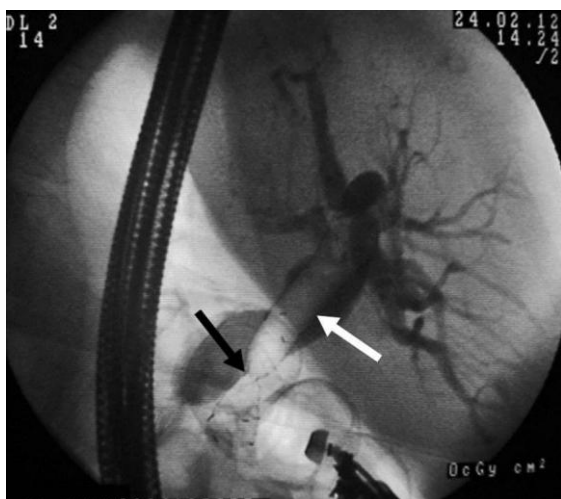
Рентгенограмма белая стрелка – стент черная стрелка- «талиа» стента
